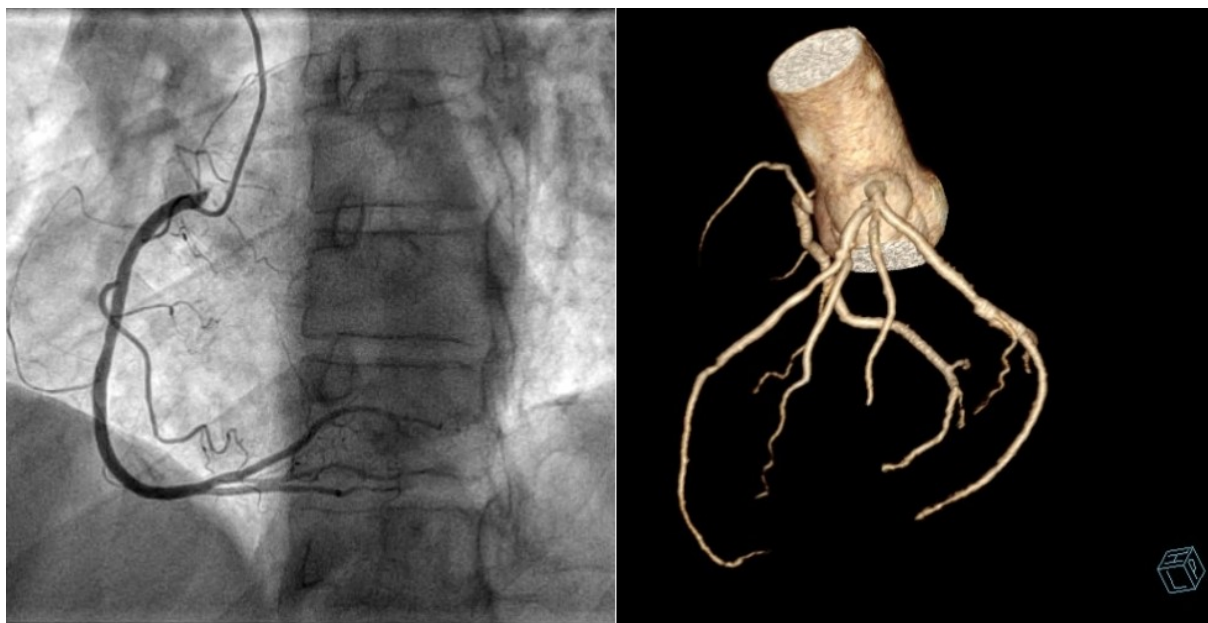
CT koronarografie.
